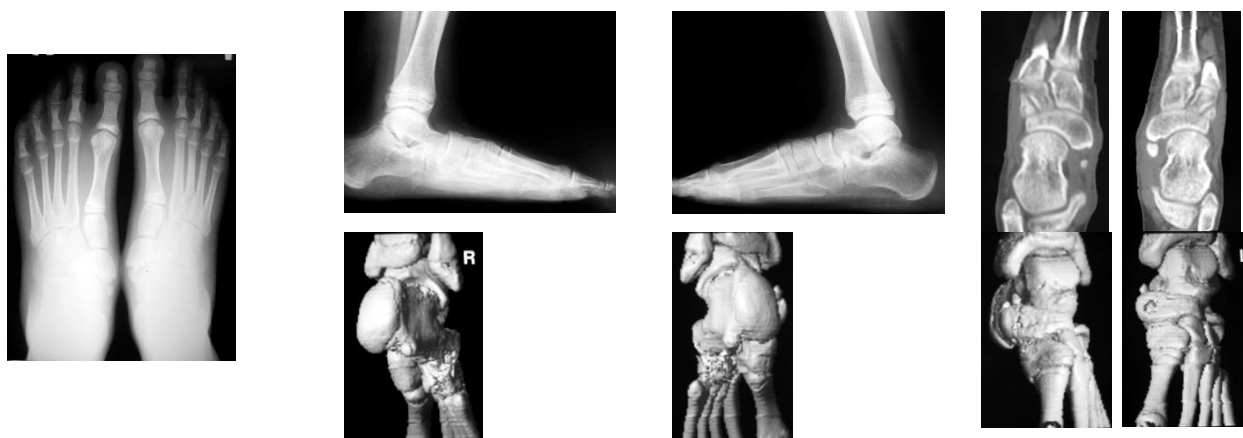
Пациентка Е., 10 лет. и/б Н2011-324. Плоско-вальгусная деформация стоп 2 степени рентгенограммы и КТ при поступлении.
